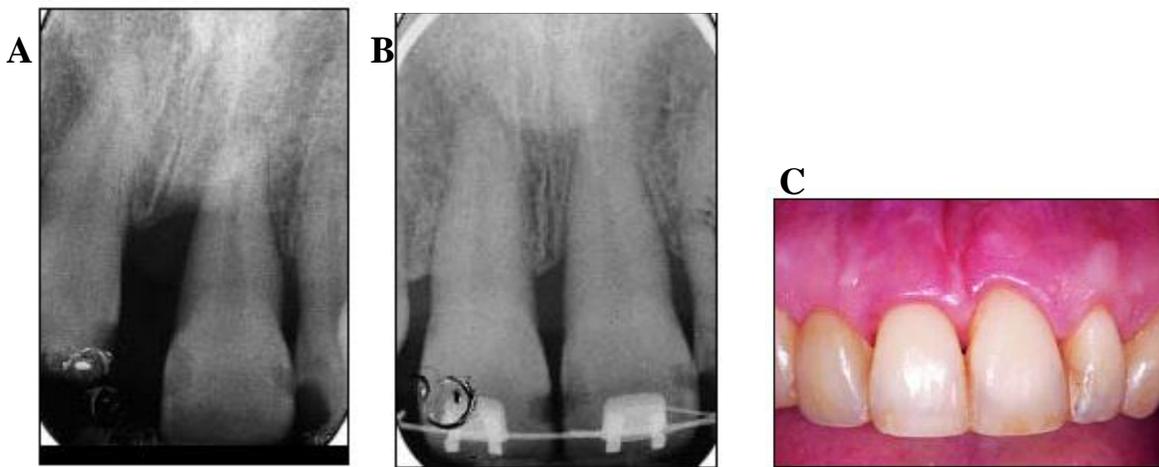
A: Radiografía inicial. B: Radiografía final. C: Vista clínica final del tratamiento.
